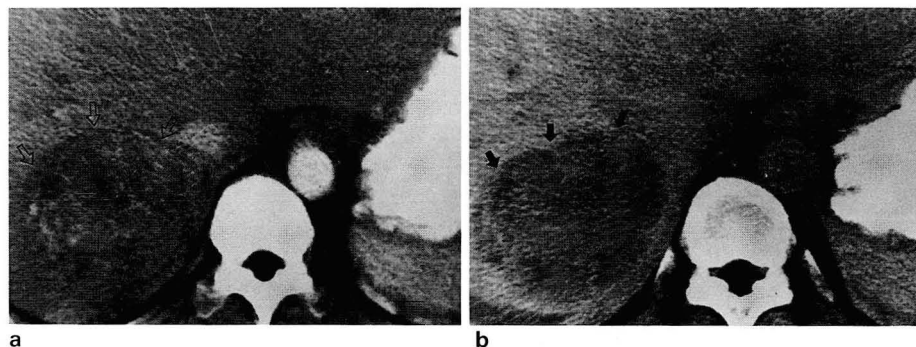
a. Early phase CT scan shows a mixed attenuating, 7cm sized mass (arrows) in right lobe of the liver.
